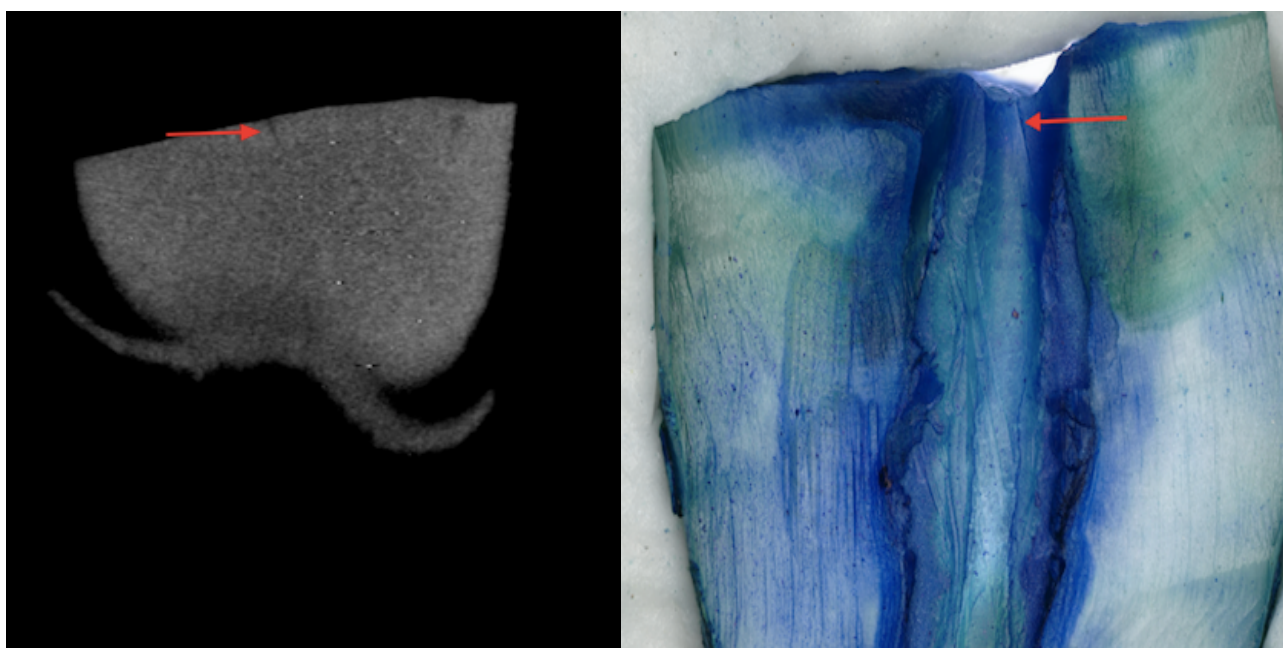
Vergleich der Mikro CT Aufnahme der Probe K14 mit der lichtmikroskopischen Aufnahme: Die einzige Mikrofraktur, die auf beiden Aufnahmen zugleich beobachtet wurde. Der Zahn wurde mit der beschliffenen Seite auf dem Träger aufgenommen. So zeigt sich die Fraktur spiegelverkehrt.
